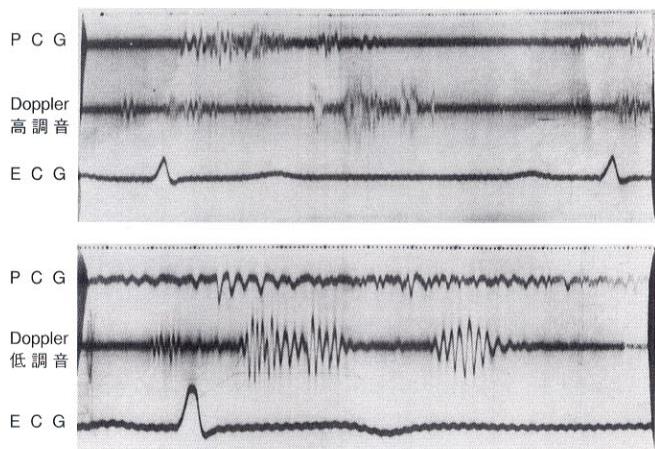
Fundamental Dopplerから高調成分の分離(第20回日循総会スライド, 1956年4月, 福岡)
